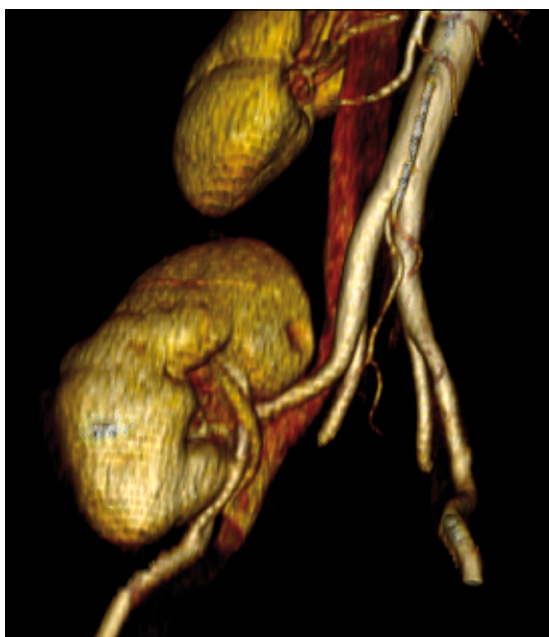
Reconstrucción tridimensional de tomografía computada en fase arterial a los 6 meses de su cirugía que evidencia adecuada permeabilidad de la reconstrucción arterial y venosa.
